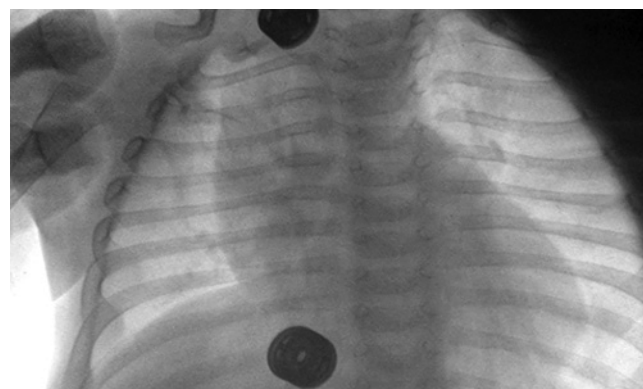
Рентгеновский снимок грудной клетки новорожденного, полученный с использованием синхронизации по ЭКГ
